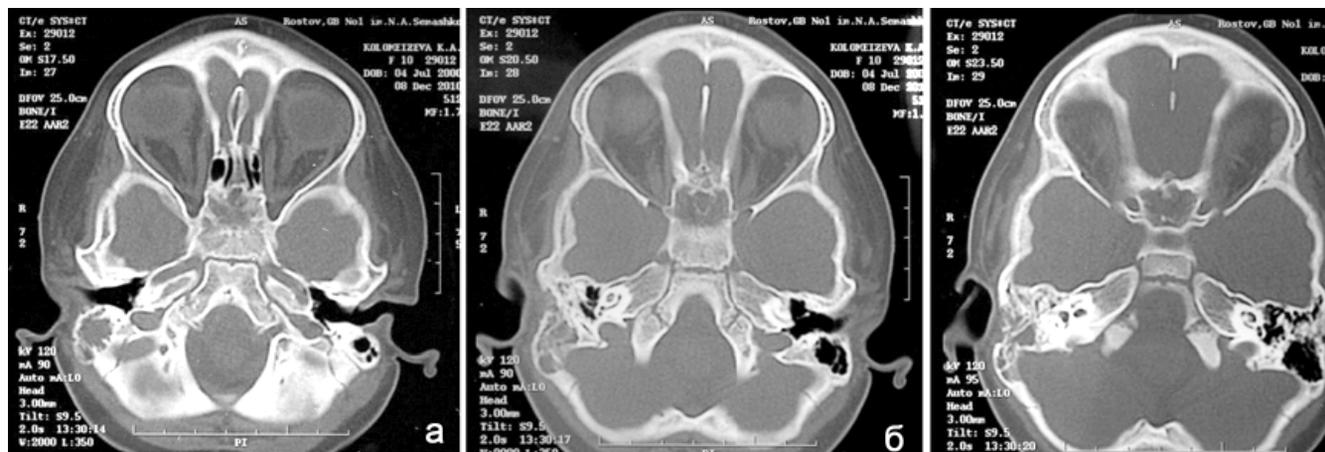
Компьютерная томограмма больной К., 2 г. 8 мес. в аксиальной проекции: а – в сосцевидном отростке определяется наличие большой полости с неровными краями; б, в – определяется разрушение кортикального слоя сосцевидного отростка при воздухоносности барабанной полости.
